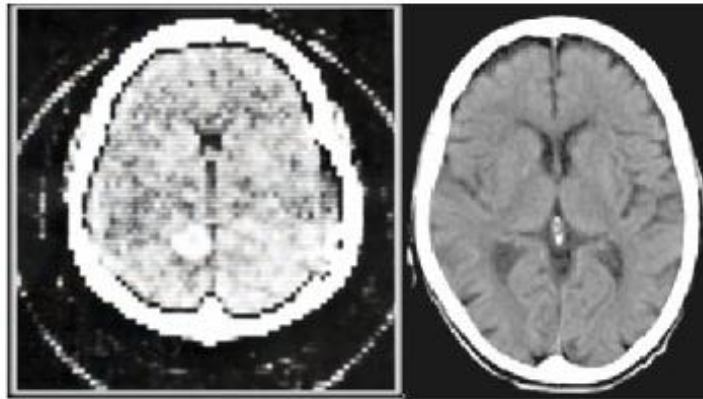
Imagens obtidas com TC de 1.^a Geração (esquerda) [20] e de 4.^a Geração (direita) [21]
